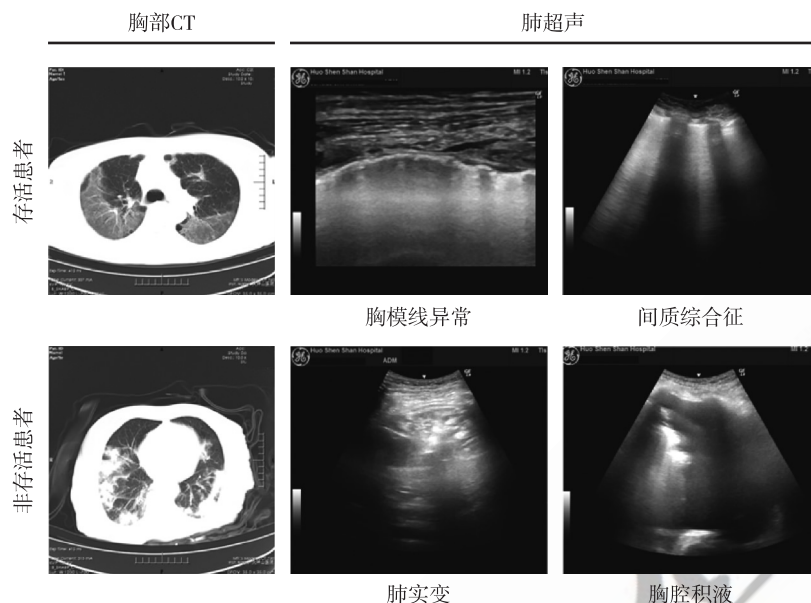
COVID-19 重症患者的典型 CT 和超声征像图
